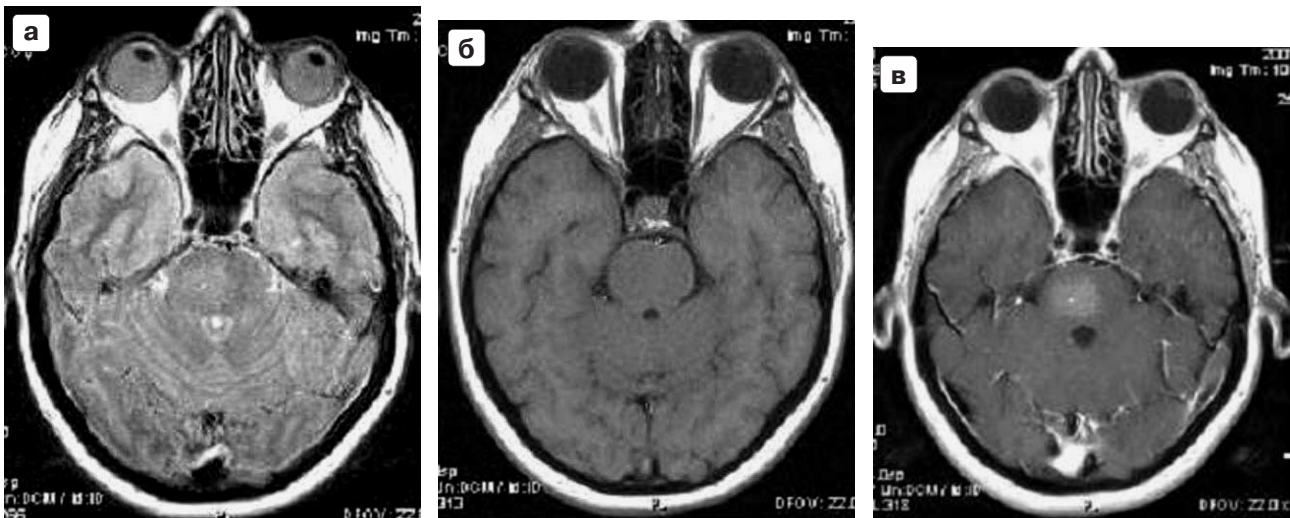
МРТ (Eclipse, 1,5 Тл), аксиальные срезы: а – T2-ВИ (FSE: TR = 4000 мс, TE 100 мс); б – T1-ВИ (SE: TR = 500 мс, TE = 10 мс); в – T1-ВИ после в/в струйного введения Омнискана, 15 мл.
